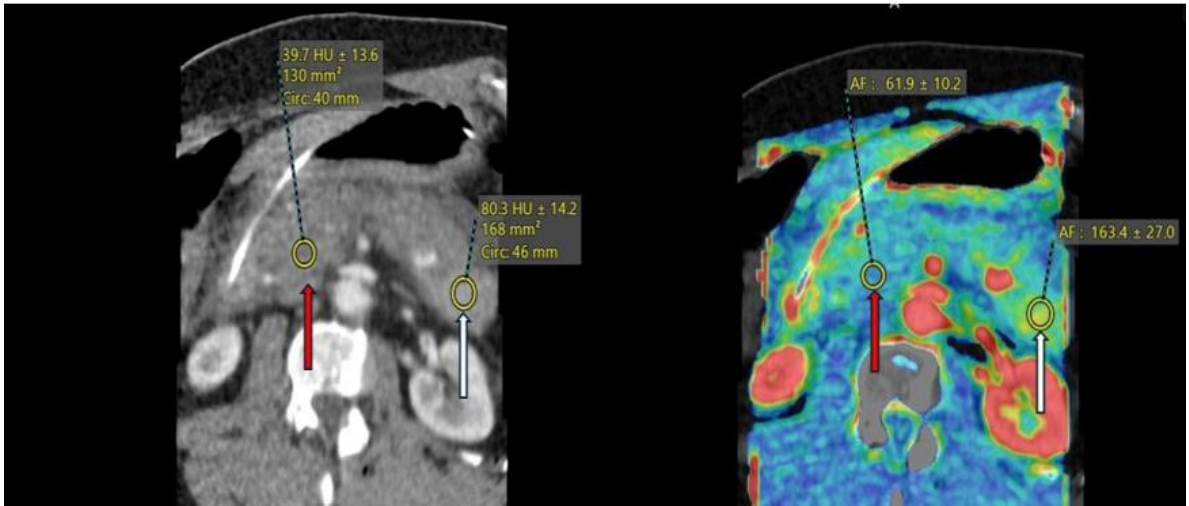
Перфузионное КТ поджелудочной железы с цветовыми картами. Динамическое контрастирование (слева), AF (справа), снижение накопления контраста в головке ПЖ, 36 Ну, AF  $61 \pm 10$  мл/мин/100 мл (красная стрелка), нормальное накопление в хвосте, 80 Ну, AF  $164 \pm 27$  мл/мин/100 мл (белая стрелка)
